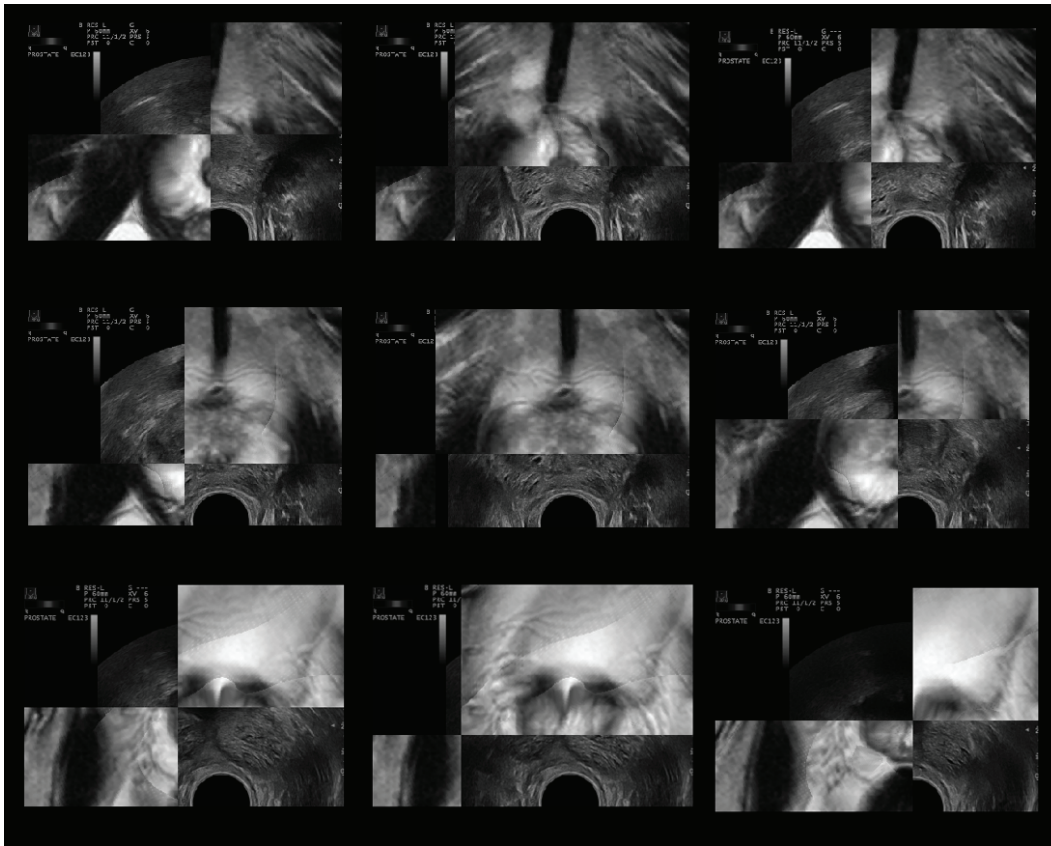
Résultat de la fusion des volumes d’IRM et d’échographie en vues bimodales axiales de l’apex (en haut), du centre (au milieu) et de la base de la prostate (en bas).
